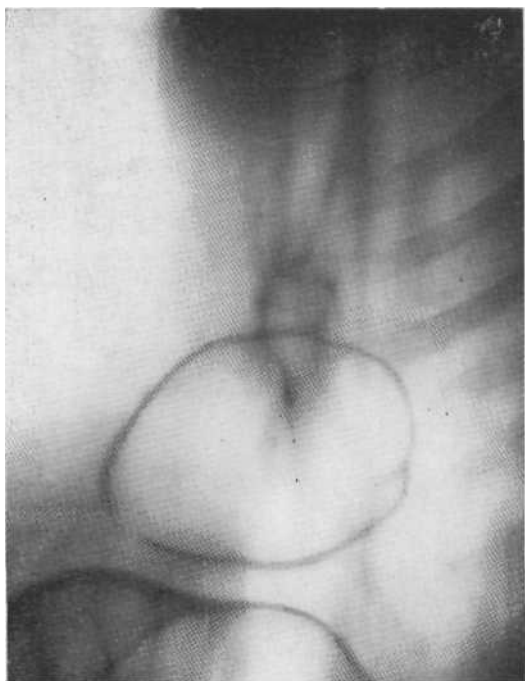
Томограмма в боковой проекции. Гигантская бронхиальная киста. Операция.
